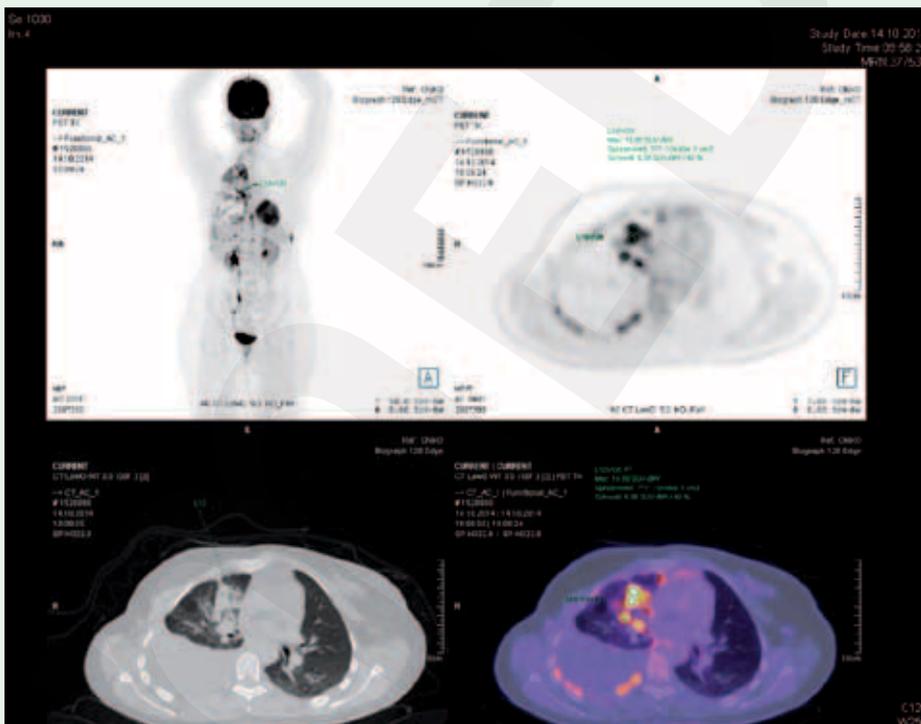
PET-CT von 10/2014
